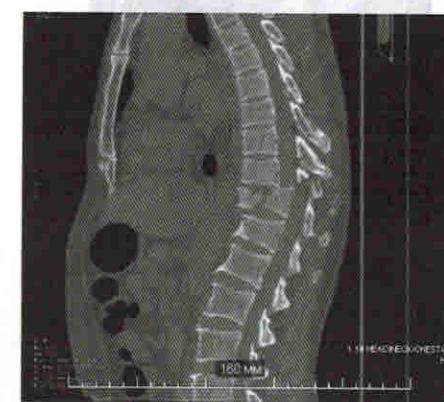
МСКТ-снимок пациента с нестабильным переломом грудного позвонка с поражением 3 столбов
